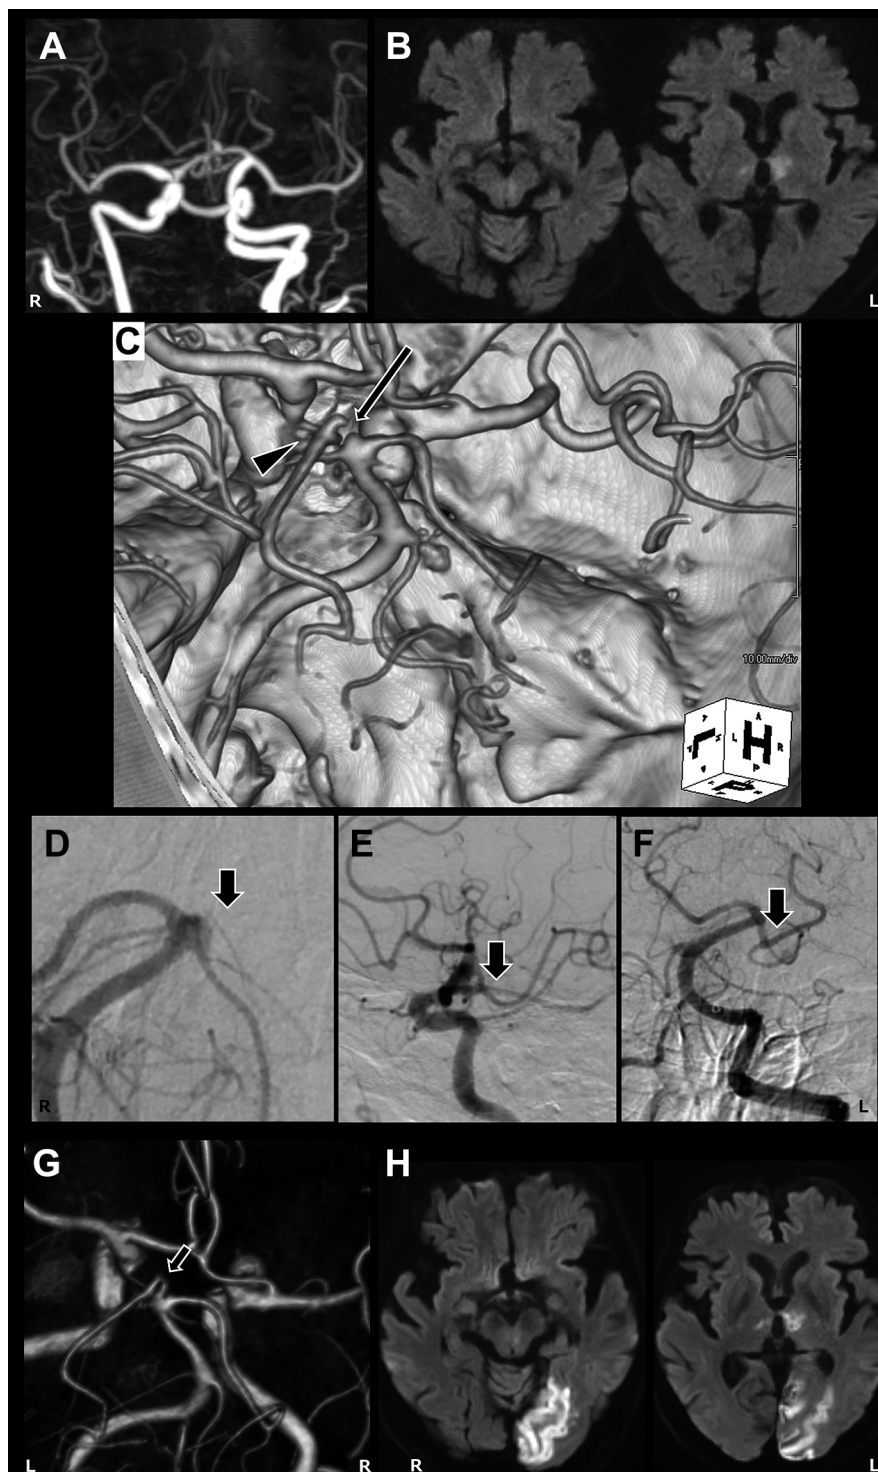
CTA, MRI, and digital subtraction angiography.
